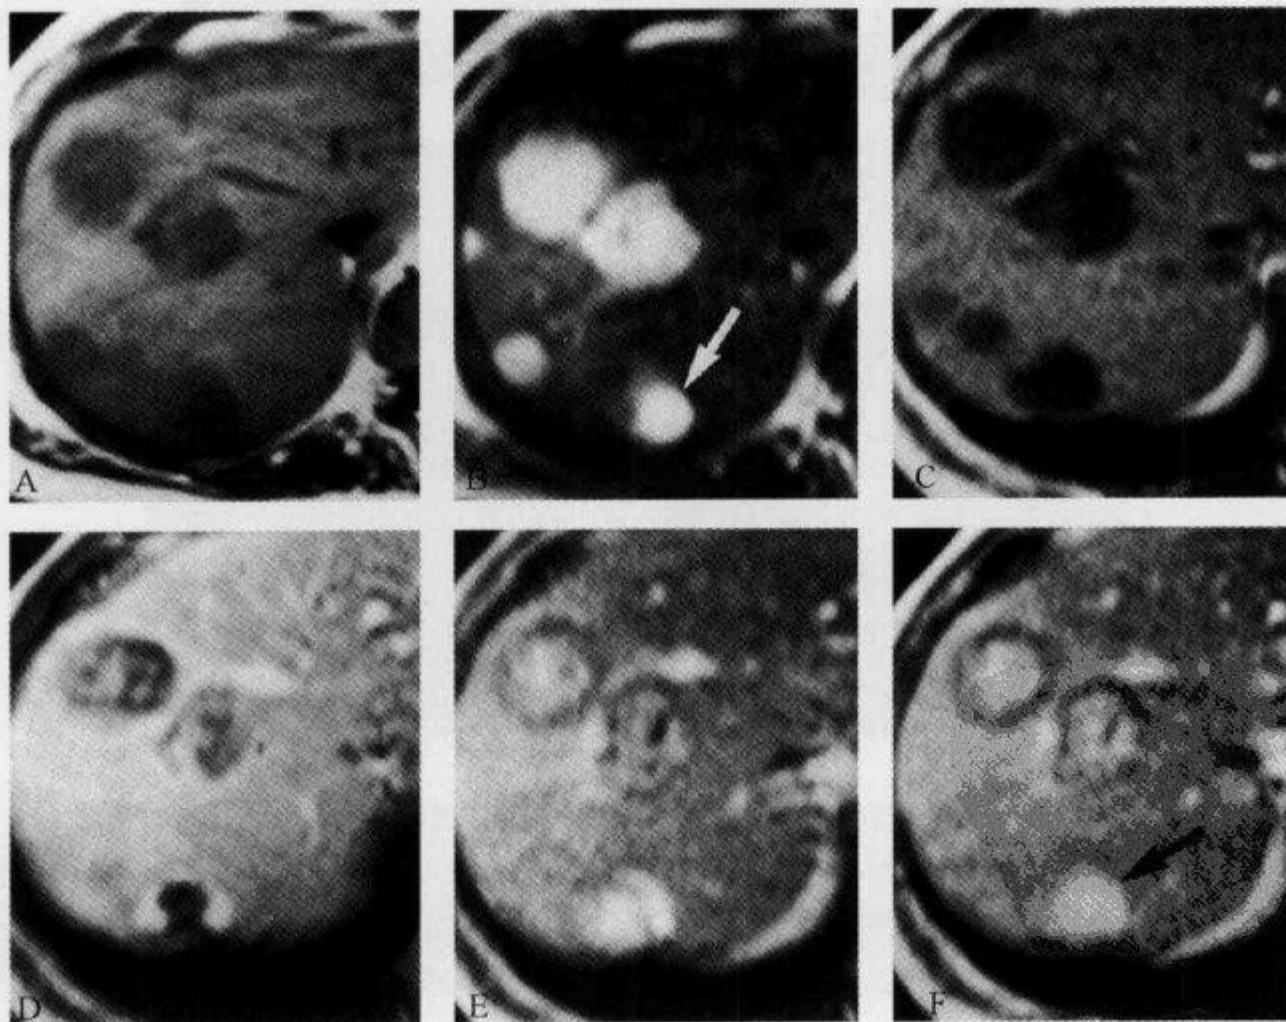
肝转移瘤患者,肝脏 MRI 动态增强示“外周廓清征”
